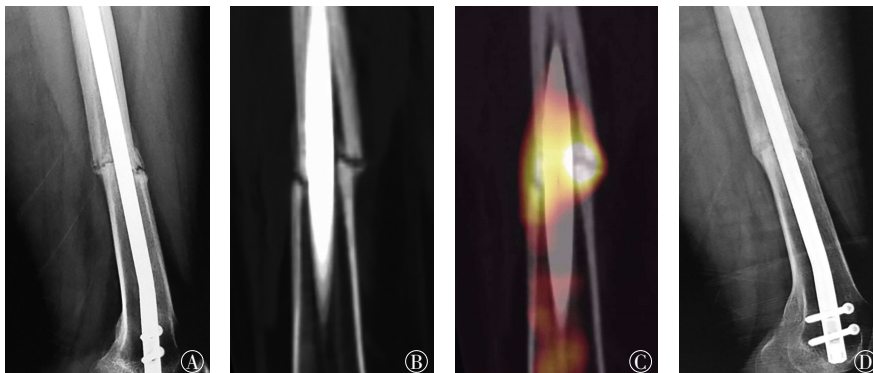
股骨骨折交锁髓内钉术后患者(男性, 29岁)的DR、CT和SPECT/CT图 图中, A、B: 术后7个月股骨侧位DR片(A)及CT矢状位多平面重建图像(B), 显像示骨折线清楚, 边缘可见少量骨痂, 但未连续性通过骨折线, 诊断为骨折延迟愈合; C: SPECT/CT融合骨显像, 显像示放射性浓聚连续通过骨折线并跨越两侧骨折端, 提示骨折具有远期愈合能力; D: 随访股骨侧位片, 临床对症治疗、随访8个月后复查, 骨折愈合。SPECT/CT: 单光子发射计算机断层摄影术; DR: 数字化X线摄影。
